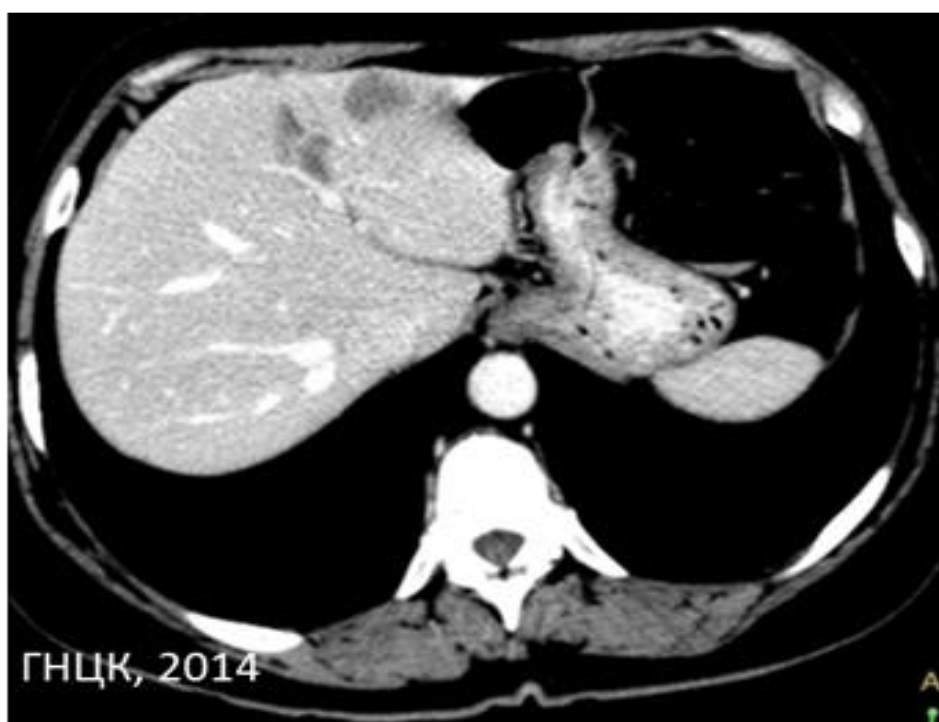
Пациент К., 47 лет, и/б № 858-14. КТ органов брюшной полости, по данным которой в третьем сегменте печени определяется солитарный метастаз 3,5 см в диаметре
